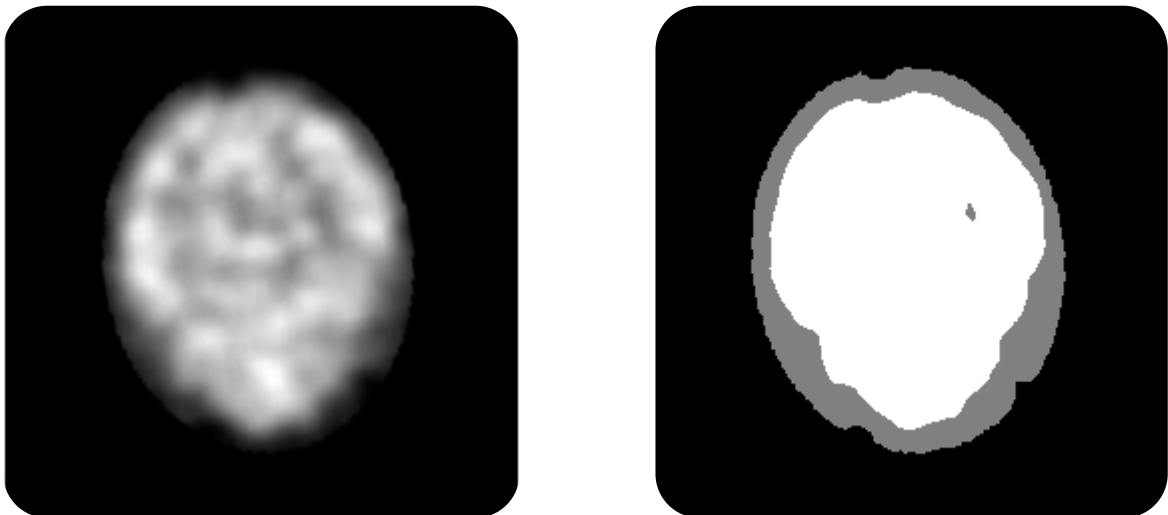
Resultados de FGM en SPECT. Se muestra un corte del SPECT original (izquierda) y el resultado de aplicar FGM con tres clusters (derecha).
